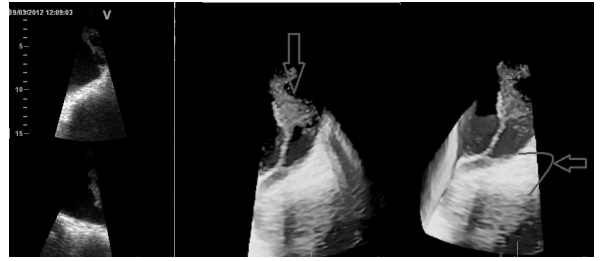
Eksüdatif pleval sıvısı olan, ileri tektiler sonucu mezotelyoma tanısı alan olgunun 3D USG ile pleval sıvının incelenmesi. Kalınlaşmış plevra büyük kırmızı ok ile, düzensiz pleval görünüm küçük kırmızı ok işaretli ile belirtilmiştir.
